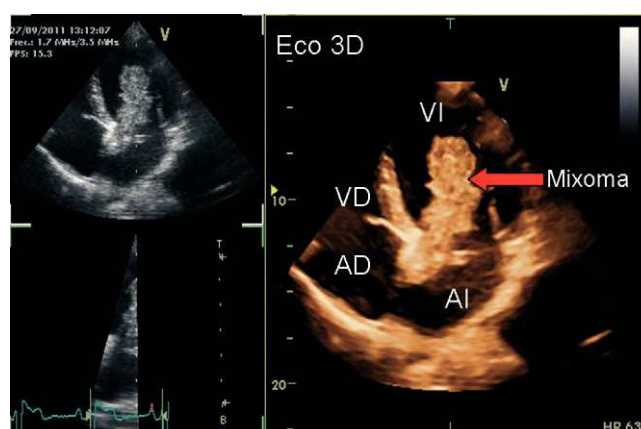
Imagen del mixoma auricular izquierdo mediante ecocardiografía tridimensional. AD: aurícula derecha; AI: aurícula izquierda; VD: ventrículo derecho; VI: ventrículo izquierdo.
